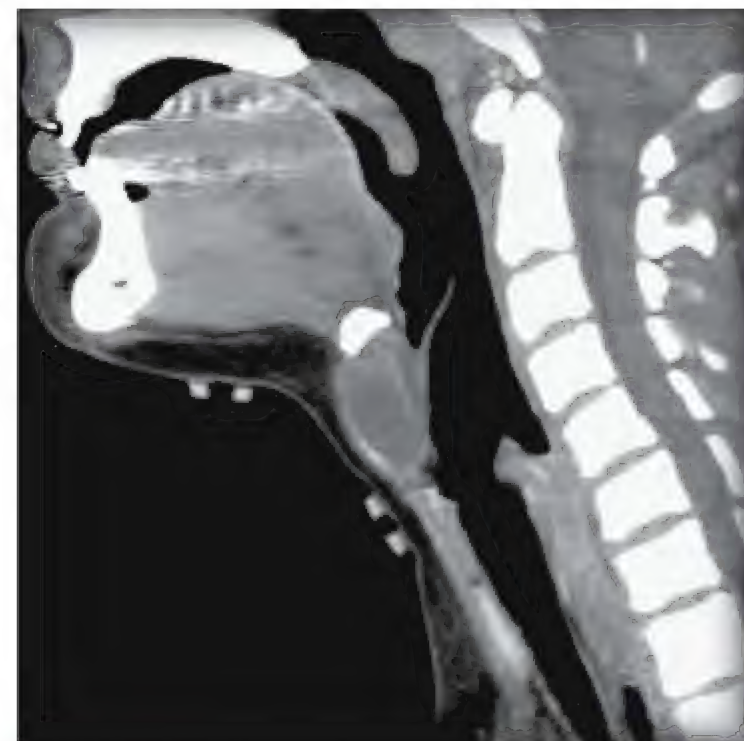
Tomografia computadorizada de um cisto do ducto tireoglosso em uma criança. O cisto está localizado no pescoço anterior à cartilagem tireóidea. (Do Dr. Frank Gaillard, Radiopaedia.org, com permissão.)
